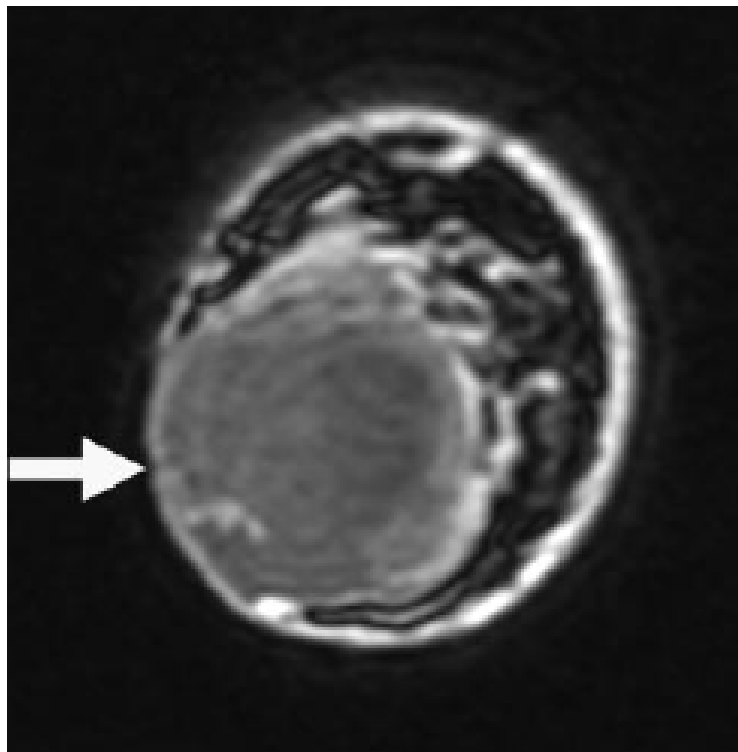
IRM mammaire(1) pondérée en T1 : (24)
